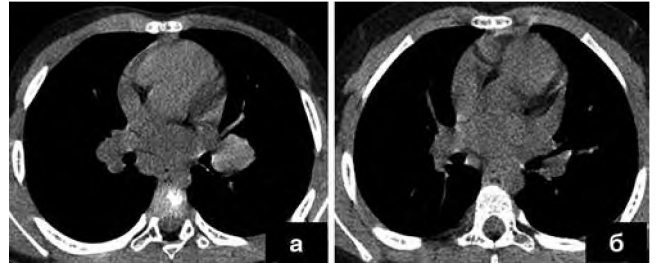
а, б. КТ ОГК пациента А., 6 лет (а – до лечения, б – через 12 мес. химиотерапии). Диагноз «туберкулез внутригрудных лимфатических узлов бронхопульмональных групп двусторонний в фазе инфильтрации, МБТ(-), осложненный бронхонодулярным свищом В₆ слева».
